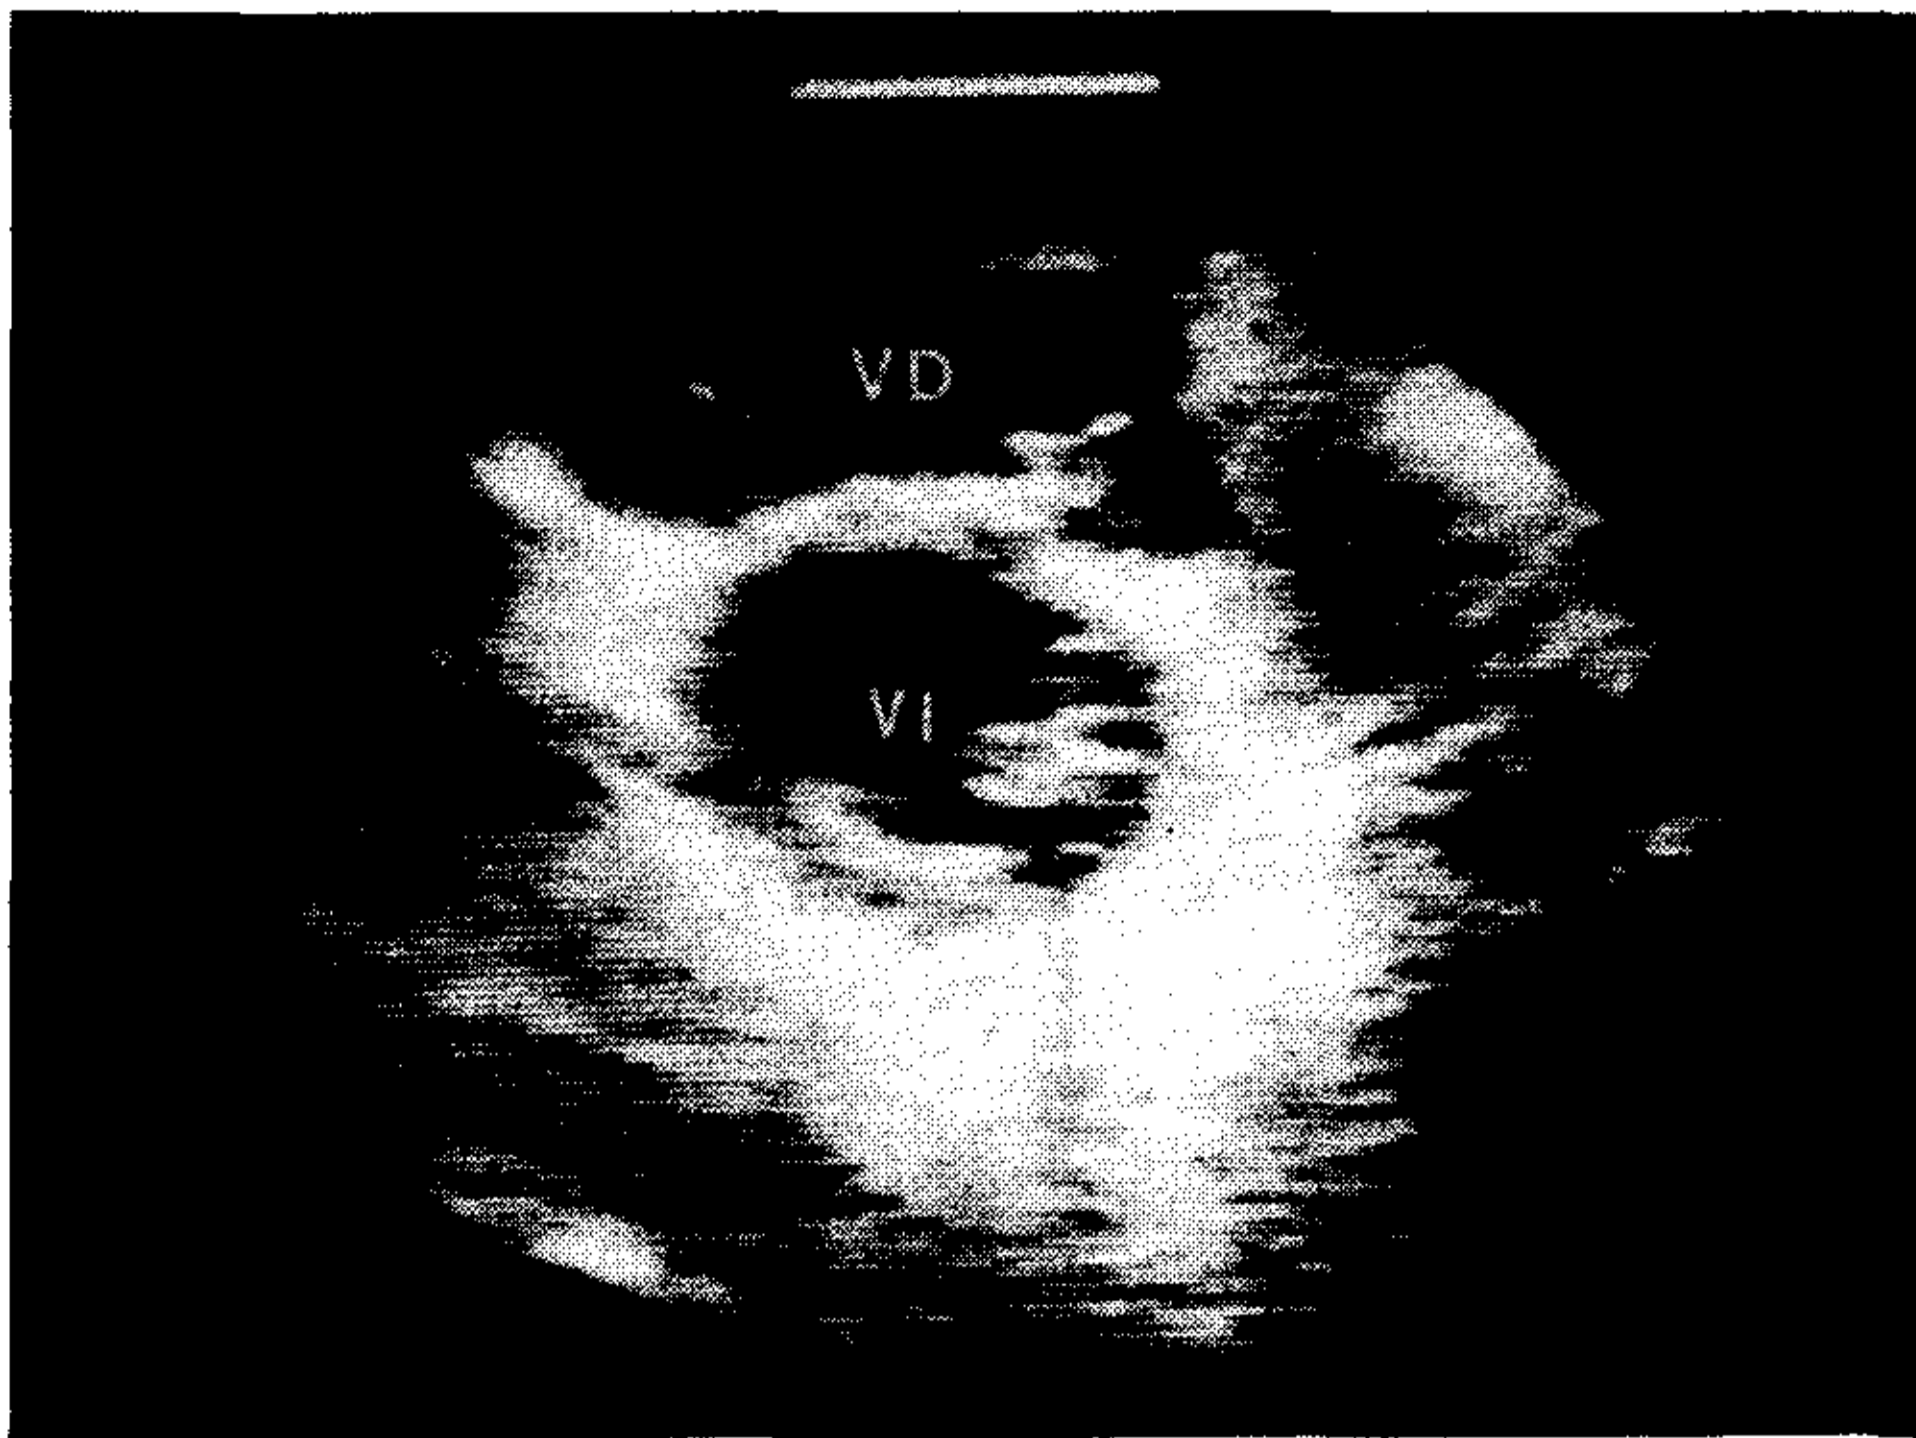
Ecocardiograma bidimensional en el eje corto paraesternal en decúbito supino del paciente 1. El ventrículo derecho está dilatado y se ubica completamente por encima del ventrículo izquierdo. VD: ventrículo derecho; VI: ventrículo izquierdo.
